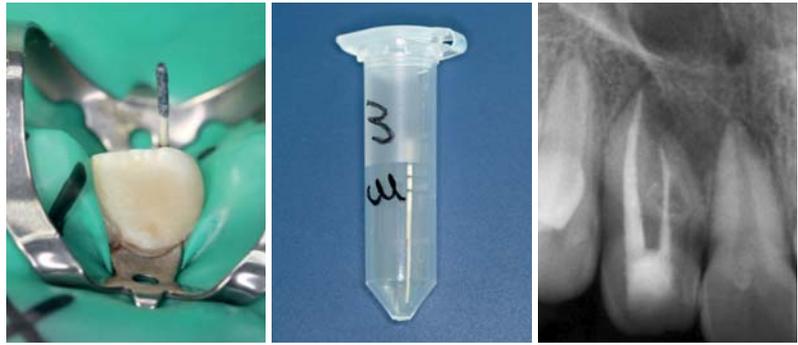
Mikrobiologische Probenentnahme nach erfolgter Laserbestrahlung der Kanalinnenwände mit einer sterilen Papierspitze. – Abb. 11: Für den Transport zur Analyse vorbereitete Papierspitze nach der Entnahme aus dem behandelten Wurzelkanalsystem. – Abb. 12: Röntgenkontrollaufnahme nach erfolgter Wurzelkanalfüllung. Im Vergleich zum Ausgangsbild ist eine tendenzielle Verkleinerung der apikalen Veränderung erkennbar.
